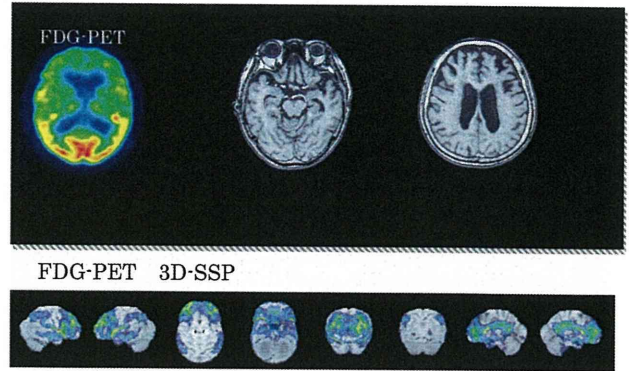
MRIでは海馬萎縮は軽度で前頭葉皮質の萎縮がめだち、FDG-PETでも前頭葉の糖代謝の低下が認められる。
